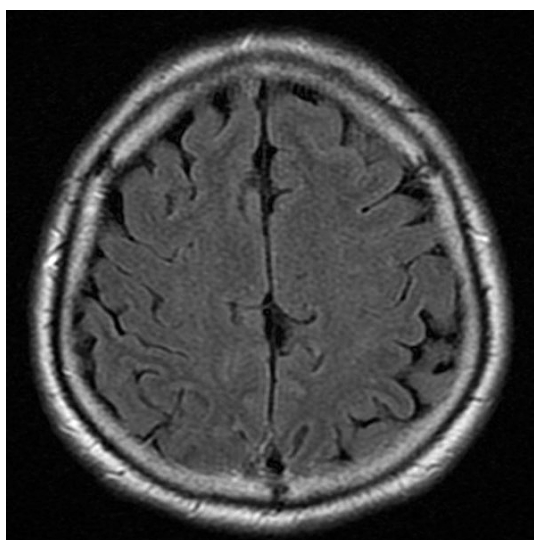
At 8 weeks after the start of treatment, the hyperintensity along the sulcus on FLAIR images had disappeared.
